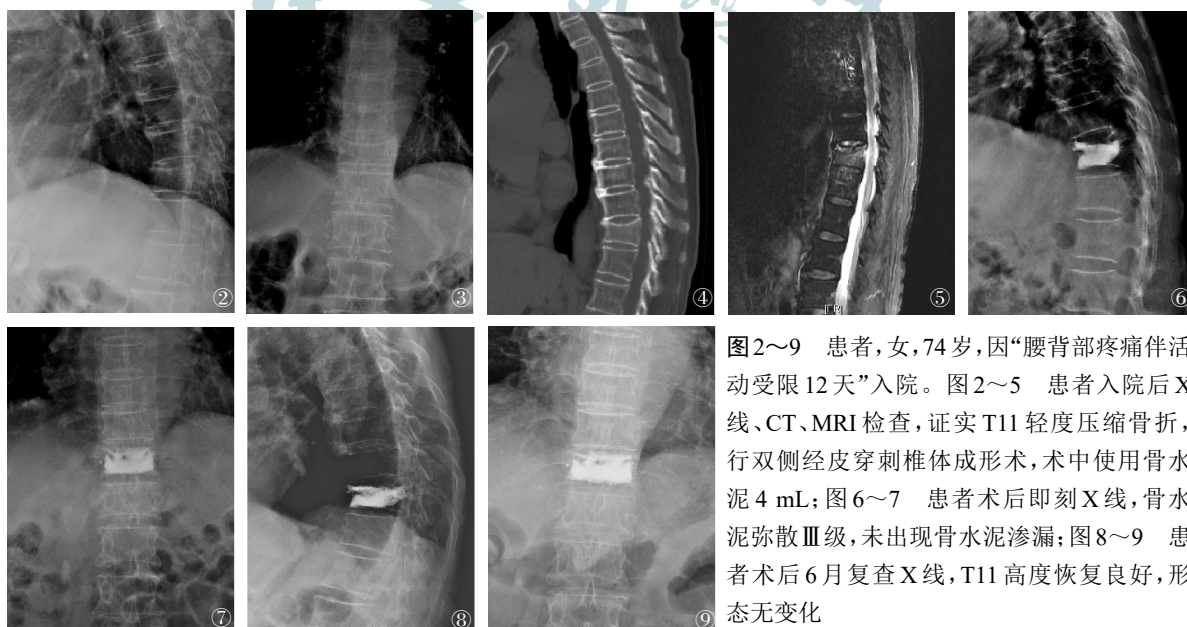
~9 患者,女,74岁,因“腰背部疼痛伴活动受限12天”入院。图2~5 患者入院后X线、CT、MRI检查,证实T11轻度压缩骨折,行双侧经皮穿刺椎体成形术,术中使用骨水泥4 mL;图6~7 患者术后即刻X线,骨水泥弥散III级,未出现骨水泥渗漏;图8~9 患者术后6月复查X线,T11高度恢复良好,形态无变化
